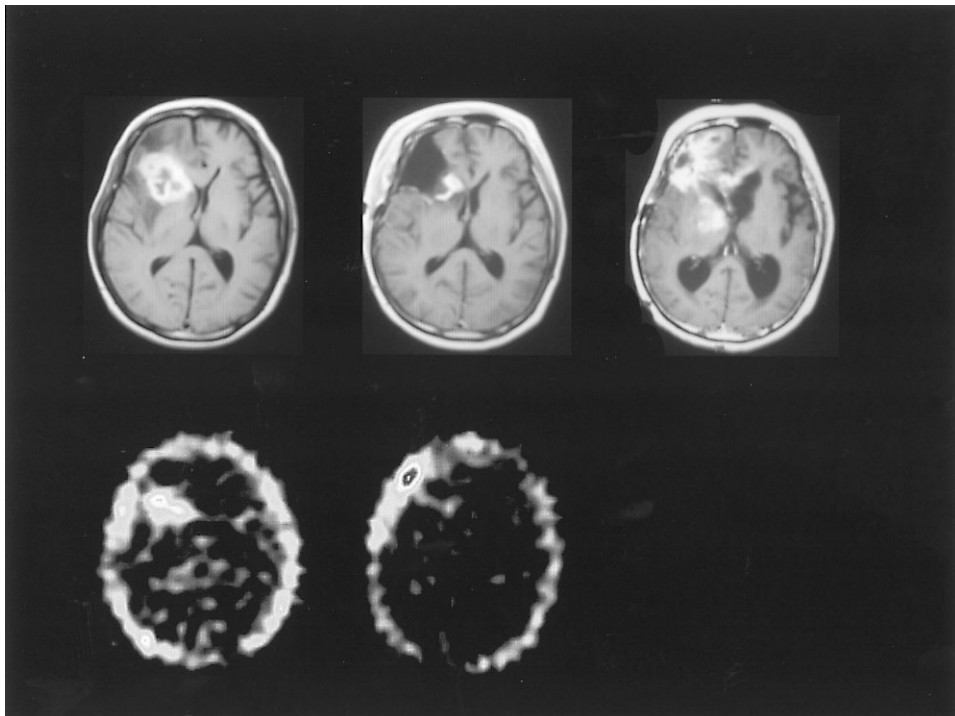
(case 9) (top left) Gadolinium enhanced MRI at pre-operation, (top middle) MRI at the end of radiochemotherapy after operation, (top right) MRI at the tumor recurrence, (bottom left)  $^{201}\text{TlCI}$  SPECT image at pre-operation, (bottom middle)  $^{201}\text{TlCI}$  SPECT image at the end of radiochemotherapy after operation.
